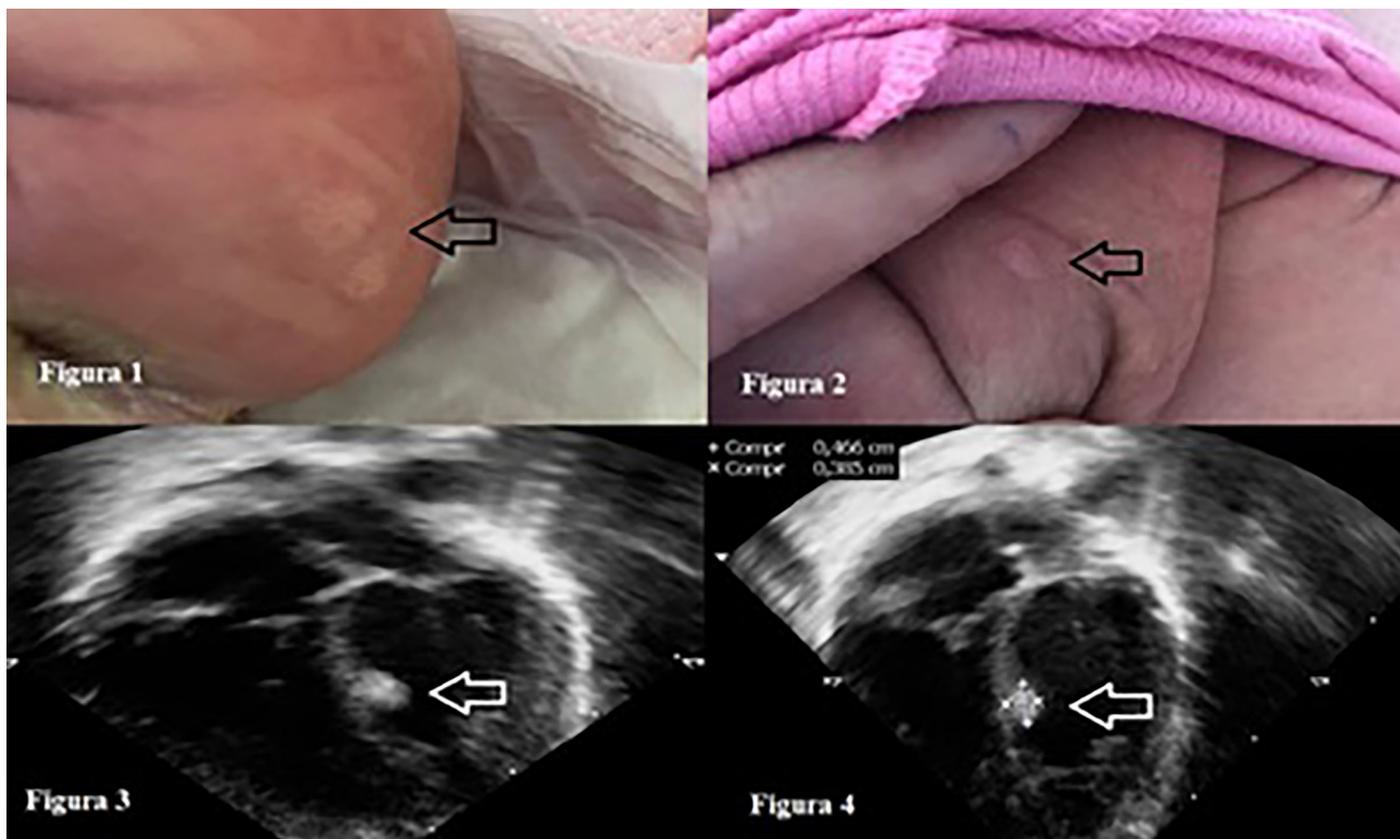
Setas pretas em figuras 1 e 2 indicam as máculas/placas hipocrômicas, mal delimitadas e ásperas, em região de nádegas e membro superior, respectivamente. Em figuras 3 e 4, as setas brancas indicam imagem nodular hiperrefringentes localizada em septo interventricular ao exame de ecodopplercardiograma.
